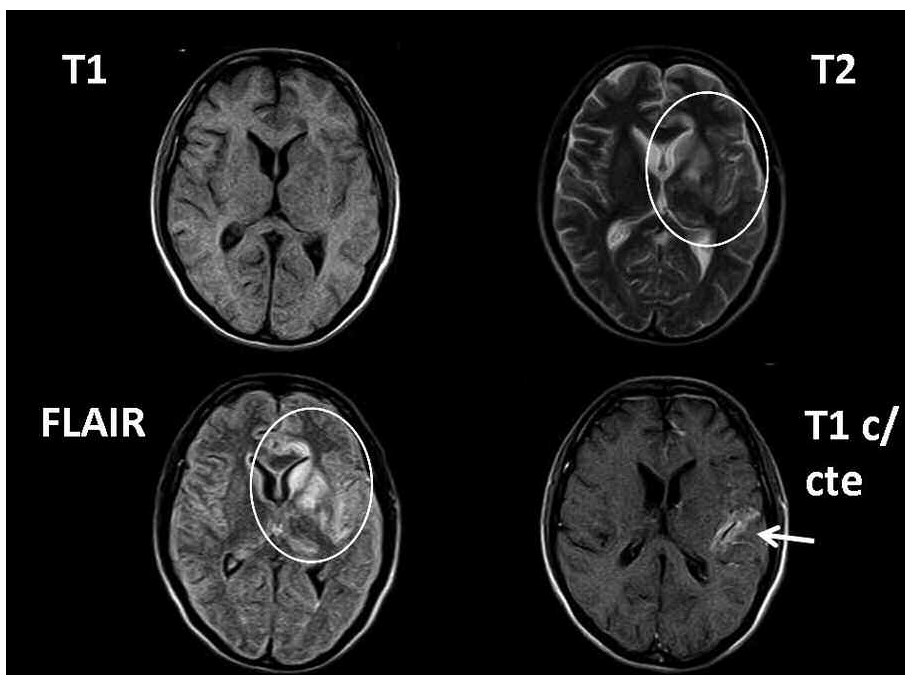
Infarto secundario a aneurisma. Se observa un infarto en los ganglios izquierdos de la base, evidenciado por el edema y el incremento de intensidad de señal en T2 y FLAIR (círculo blanco). En el lóbulo temporal izquierdo se observa realce poscontraste periférico a una rama de la arteria cerebral media izquierda, en correlación con la presencia de aneurisma (flecha blanca).
